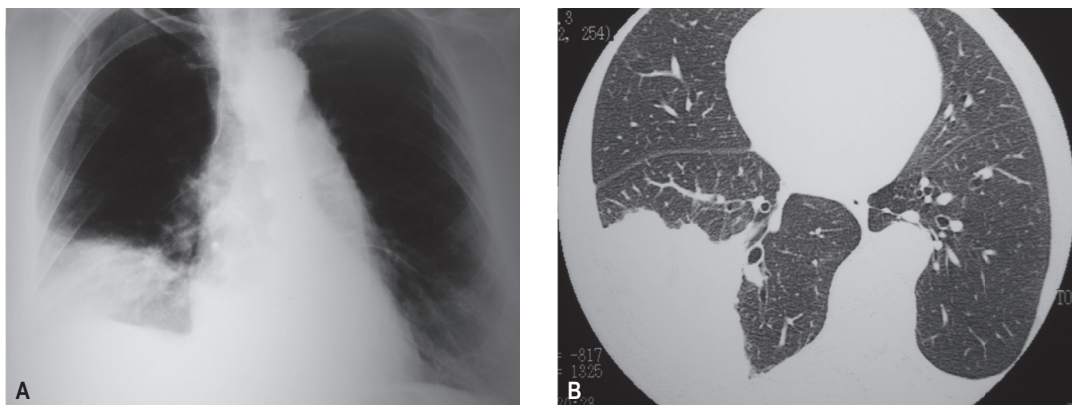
A – Rx revela opacidade na base do pulmão direito com componente atelectásico. B – TC mostra consolidação com componente atelectásico e bordos irregulares na base do HTD, no segmento basal posterior
